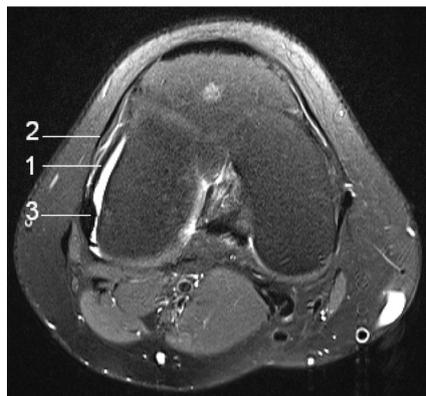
МРТ 1,5 Т коленного сустава с неповрежденной антеролатеральной связкой и синовитом в ее области: 1 – антеролатеральная связка, 2 – илиотибиальный тракт, 3 – фибулярная коллатеральная связка
